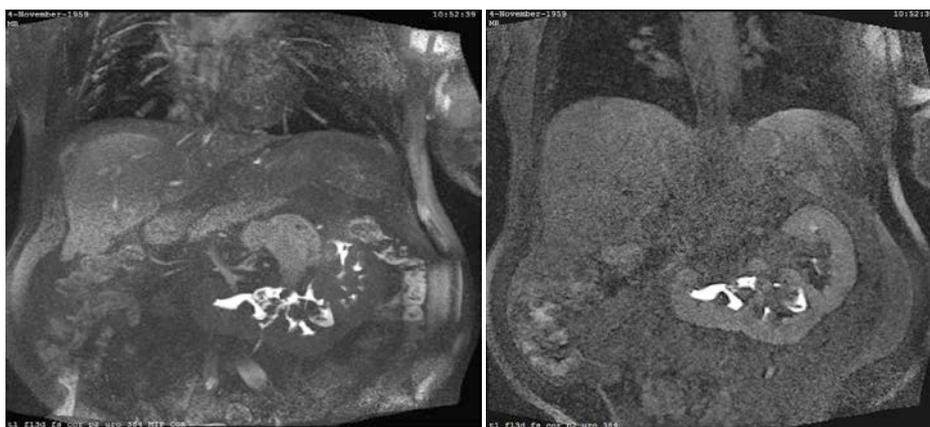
МРТ. Папиллярная опухоль правой половины L-образной почки
